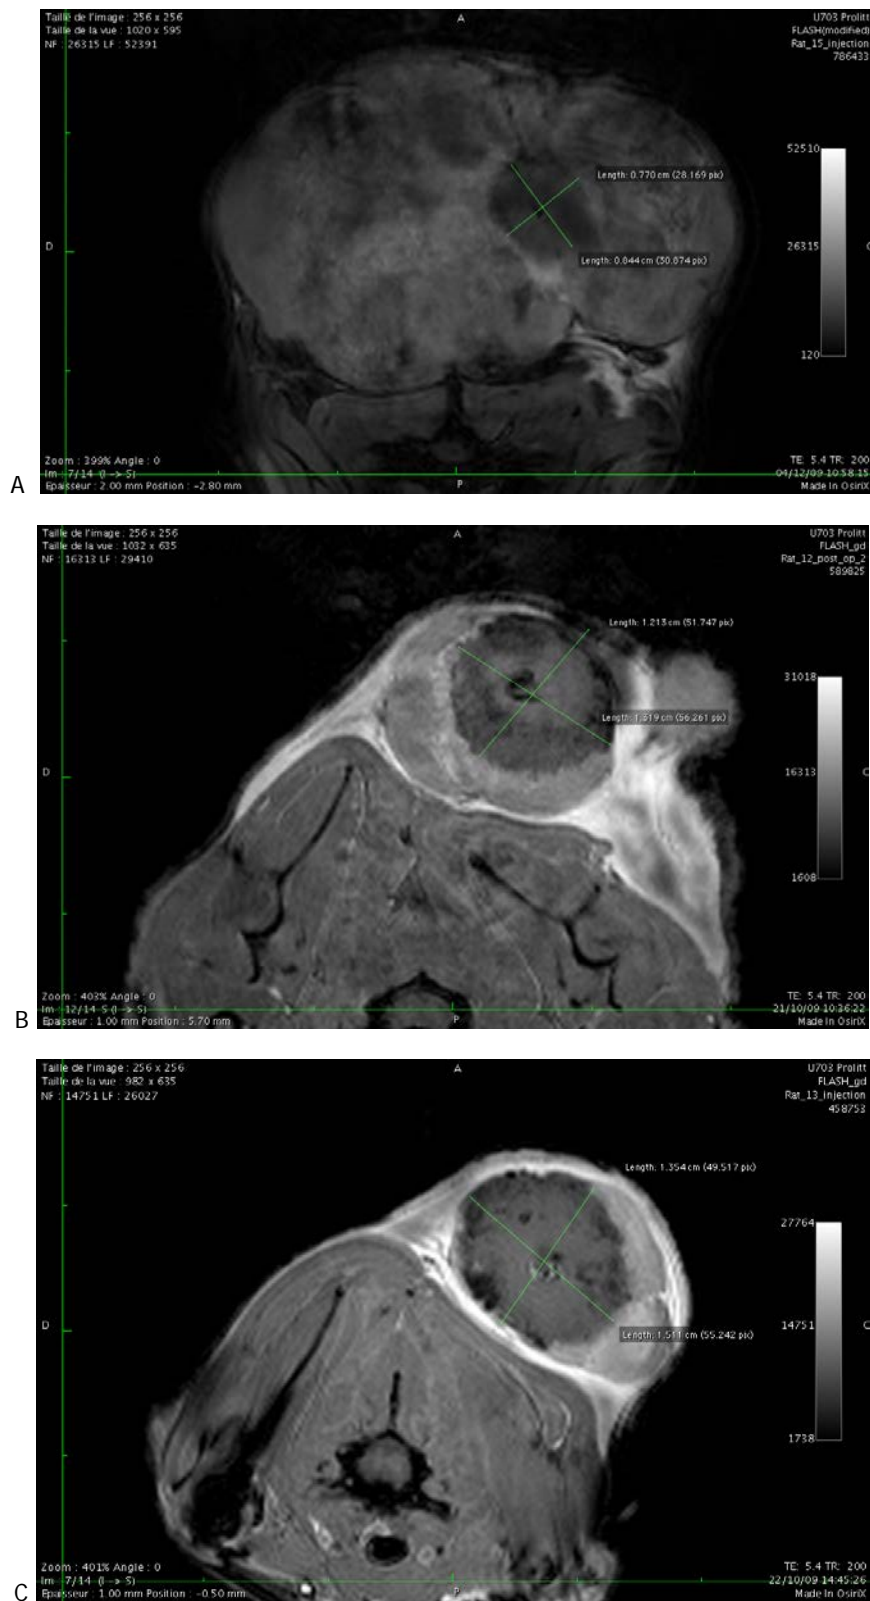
Augmentation des volumes de nécrose visibles en IRM proportionnelle au niveau d'énergie délivrée (A : tir de 5 W pendant 60 sec ; B : tir de 5 pendant 75 sec ; C : tir de 5W pendant 90 sec).
